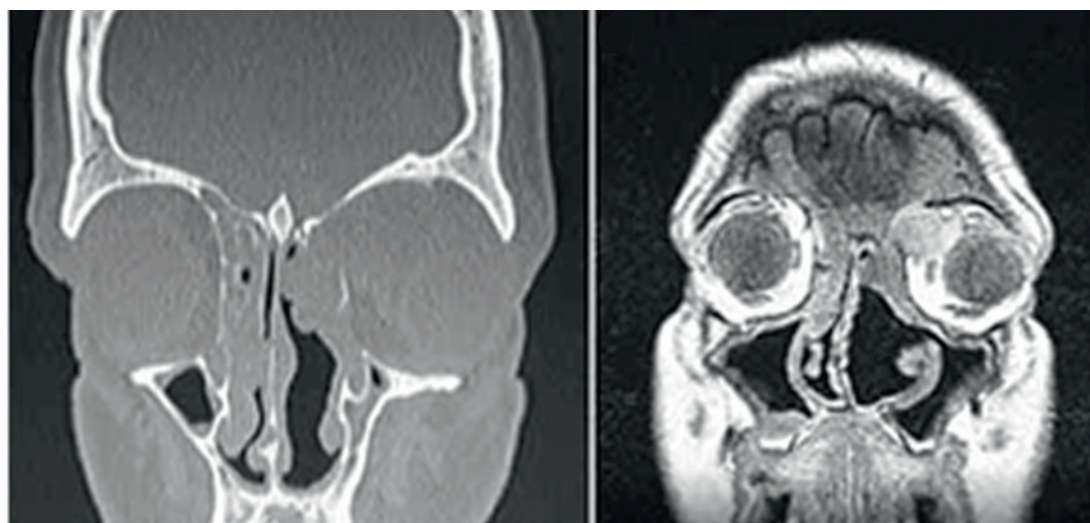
КТ и МРТ ОНП пациента: затенение ячеек решетчатого лабиринта с двух сторон, дефект верхнемедиальной стенки левой орбиты, образование во фронтоэтмоидальной области слева с распространением в полость левой орбиты
